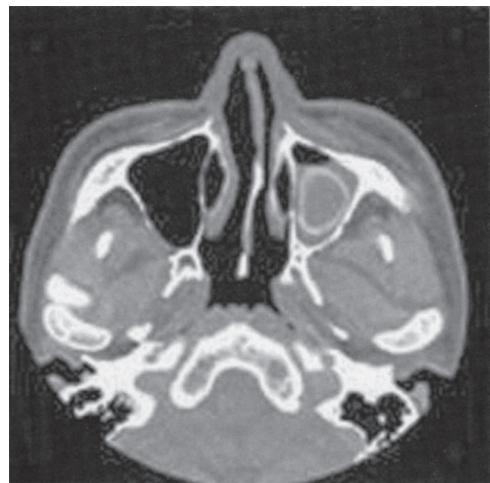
CT of paranasal sinuses
